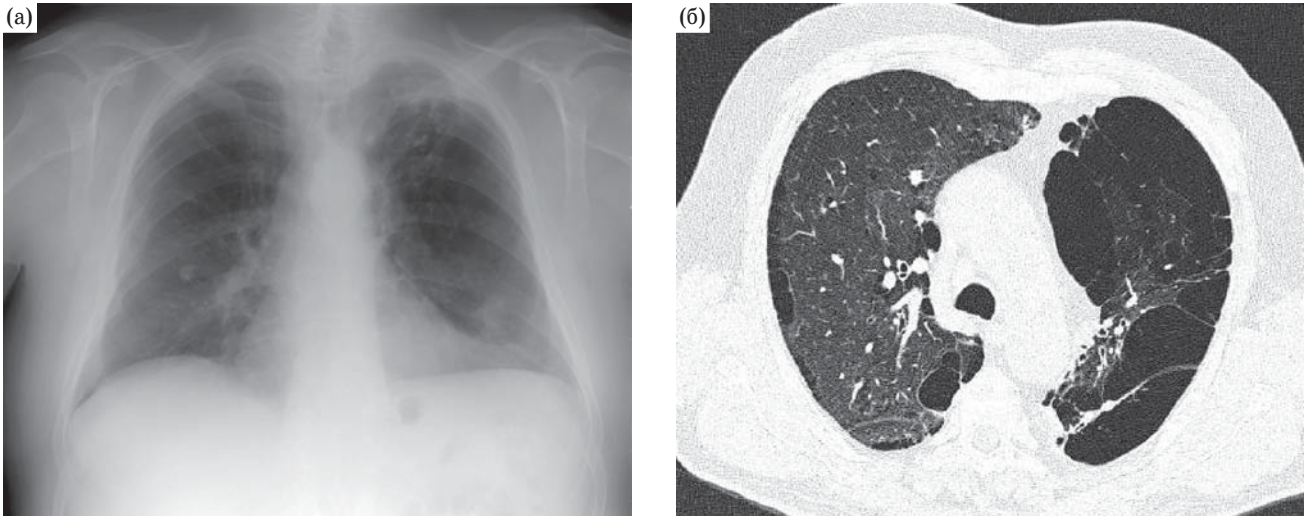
Компьютерная томограмма. Центрилобулярная эмфизема в верхних долях обоих легких, мелкие воздушные полости без отчетливых стенок.
